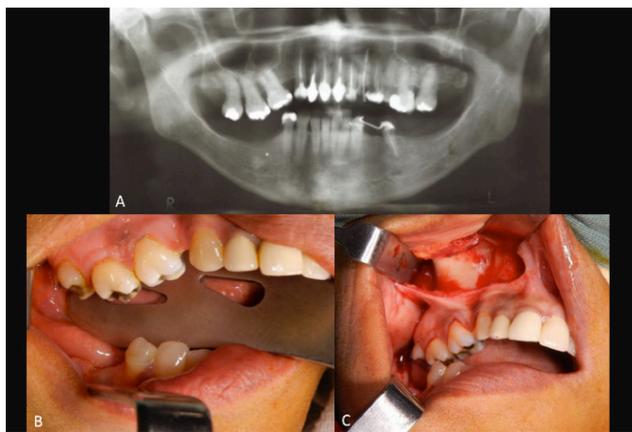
1A Radiografia panorâmica em topo evidenciando ausência das unidades dentárias 14, 15, 28, 38, 37, 36, 34, 45, 46, 47 e 48, além de extrusão do bloco alveolar superior posterior do lado direito e mesialização dos dentes da mesma região, fechando o espaço dos pré-molares. 1B: Aspecto clínico intraoral evidenciando perda de espaço protético em região posterior de mandíbula. 1C: Aspecto transcirúrgico evidenciando acesso intraoral realizado por meio de incisão linear, na região de transição de gengiva inserida e mucosa, realizada com bisturi elétrico.
